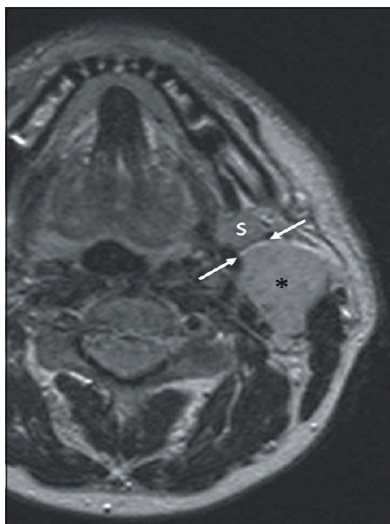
Магнитно-резонансная томография без контрастного усиления у больного И., 41 год. Диагноз: Плеоморфная аденома подчелюстной слюнной железы.
